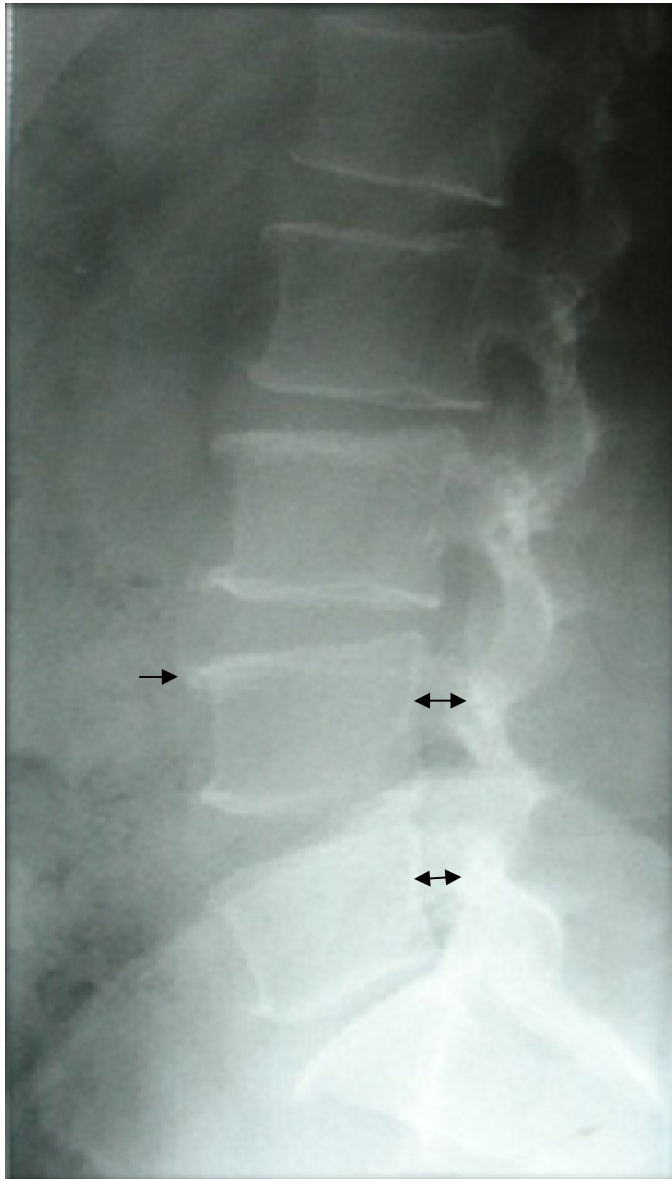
Radiographie du rachis lombaire de profil montrant une brièveté du pédicule de L5 et L4 (double flèche) avec ostéophytose marginale antérieure (flèche).
